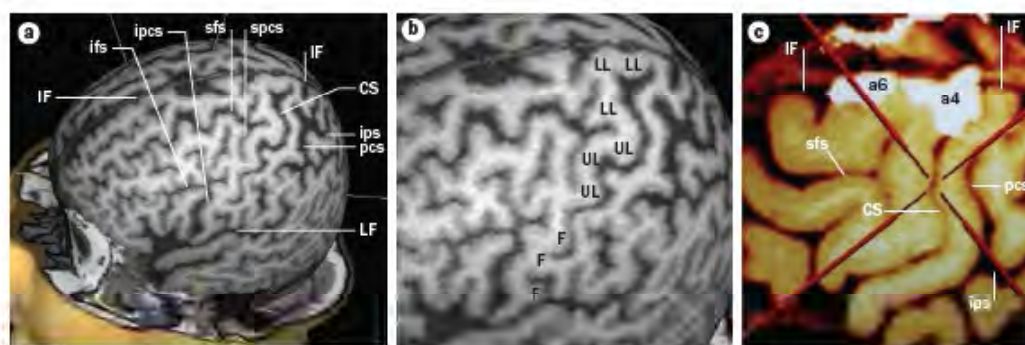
Three-dimensional images of the brain reconstructed from MRI scans, depicted without the superficial layers of the cortex. a | Localization of brain regions and b | functional representation of body parts within the motor cortex. c | Activation (white areas) on functional MRI occurs when the patient is asked to imagine movements of both lower limbs. Activation is observed predominantly on one side and extending largely onto the medial surface of the hemisphere. Abbreviations: a4, superior part of the precentral area; a6, premotor area; CS, central sulcus; F, face; IF, interhemispheric fissure; ifs, inferior frontal sulcus; ipcs, inferior precentral sulcus; ips, intraparietal sulcus; LF, lateral fissure; LL, lower limb; sfs, superior frontal sulcus; spcs, superior precentral sulcus; pcs, postcentral sulcus; UL, upper limb.
